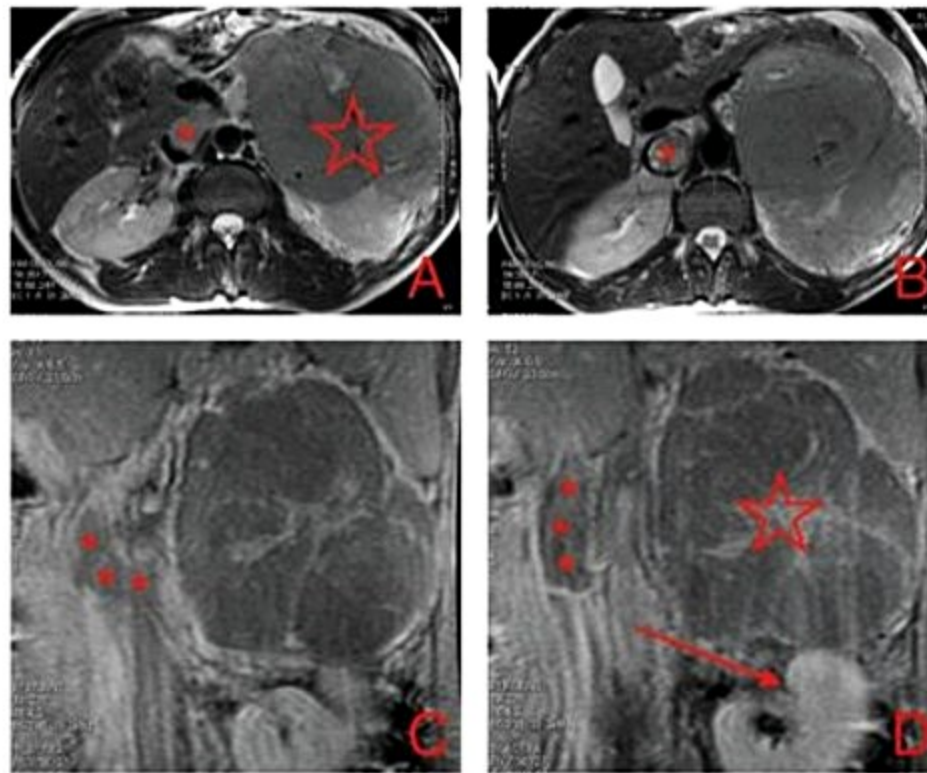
Invasão da veia cava inferior e da veia renal esquerda por carcinoma primário de adrenal esquerda. As imagens de ressonância magnética no plano axial T2 (A e B) e coronal T1 pós-contraste (C e D) demonstram uma volumosa lesão sólida e heterogênea na adrenal esquerda (estrela em A e D) determinando deslocamento do rim ipsilateral (seta em D), com invasão tumoral da veia renal esquerda (asteriscos em C), progredindo para a veia cava inferior (asteriscos em A, B e D).
